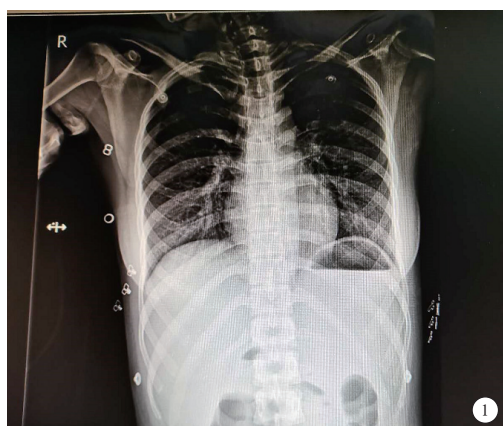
1例23岁女性急性秋水仙碱中毒患者入院时(2020年9月1日)胸部数字化X线摄影(DR)可见双下肺渗出性改变,肠腔积气明显
